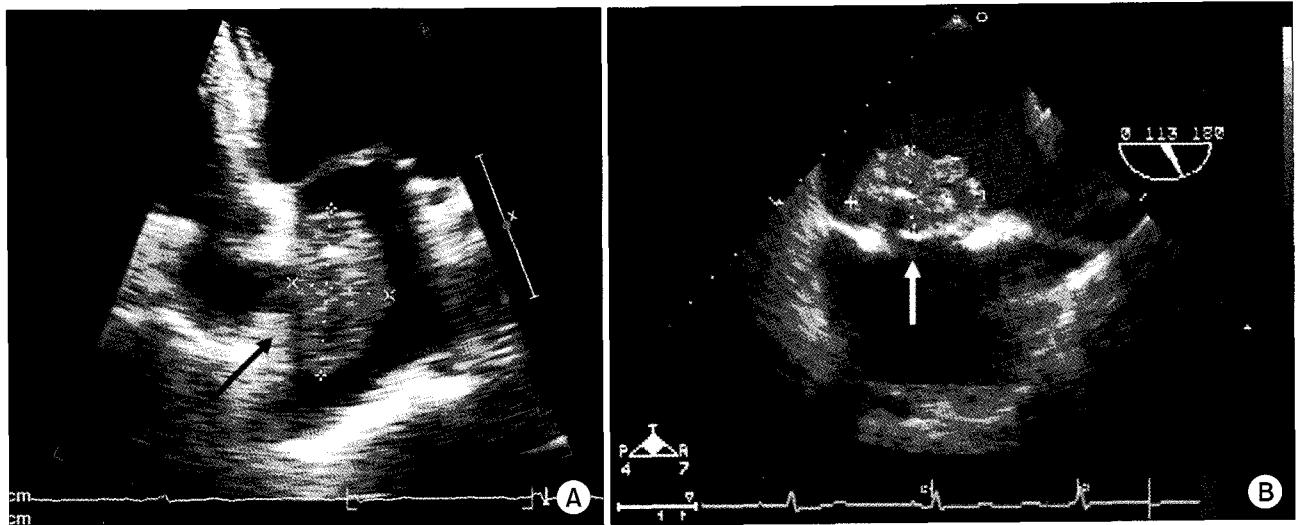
Preoperative transthoracic echocardiography (A) and transesophageal echocardiography (B) show 4.2x2.4 cm heterogenous mass in the left atrium.
